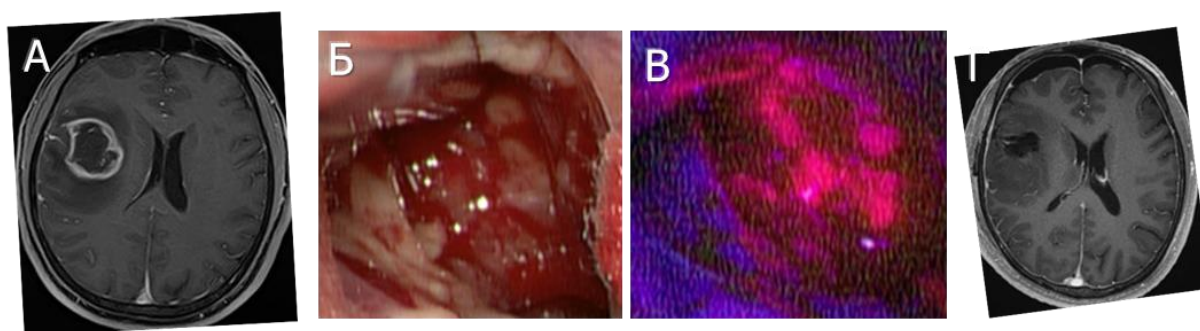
М., 42 лет. Глиобластома правой лобной доли. А – МРТ в T1 режиме аксиальный срез до операции, Б – интраоперационная фотография в белом свете с микроскопа, В – интраоперационная фотография в режиме флуоресценции с микроскопа, отмечается яркое свечение опухоли, Г – послеоперационная МРТ в T1 режиме, аксиальный срез, тотальное удаление контрастируемой части опухоли.
